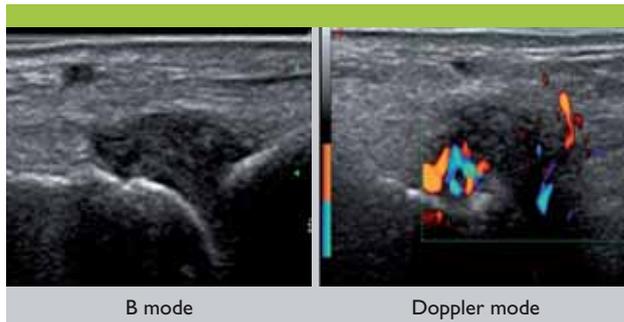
Synovite échographique d'une articulation métatarso-phalangienne en mode B et Doppler
